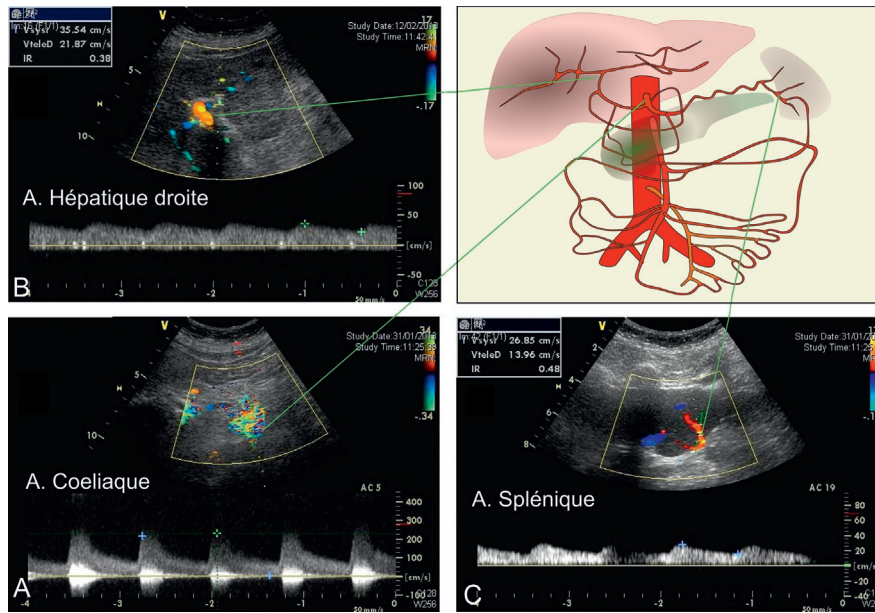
Sténose serrée de l'artère coeliaque (A) avec retentissement hémodynamique marqué en aval dont témoigne l'amortissement de la modulation du tracé Doppler de l'artère hépatique au sein du parenchyme (B) et de l'artère splénique (C).
